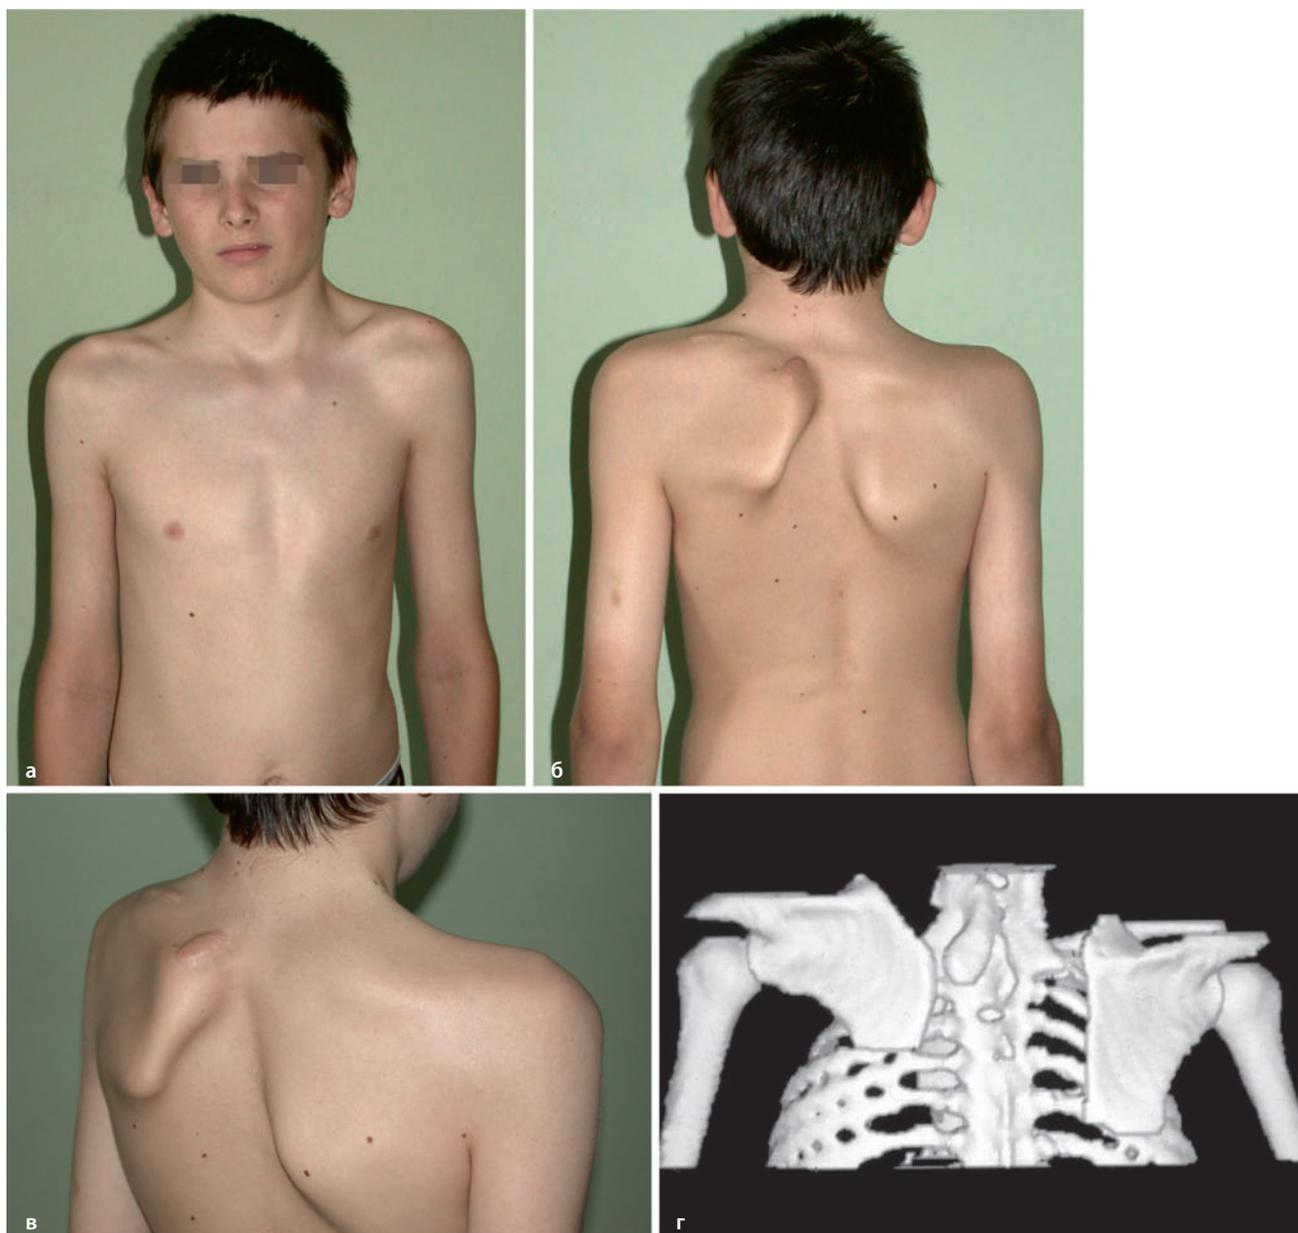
а–г. Асимметрия надплечий, вызванная смещением лопатки вверх и кпереди (а). Левая лопатка приподнята, ее размер меньше, чем размер противоположной лопатки (б). Лопатка ротирована вокруг сагиттальной оси, верхний внутренний ее угол при этом отдаляется от позвоночника, а нижний, наоборот, приближается к нему (в). Трехмерная КТ-реконструкция — слева виден омовертебральный мостик. Омовертебральная кость присутствует у одной трети пациентов. Она представляет собой трапециевидное хрящевое или костное образование. Обычно оно лежит в прочном фасциальном футляре, распространяющемся от верхне-медиального края лопатки до остистых отростков позвонков, дуг и поперечных отростков шейных позвонков, наиболее часто — от 4 до 7 шейного позвонка (г).
